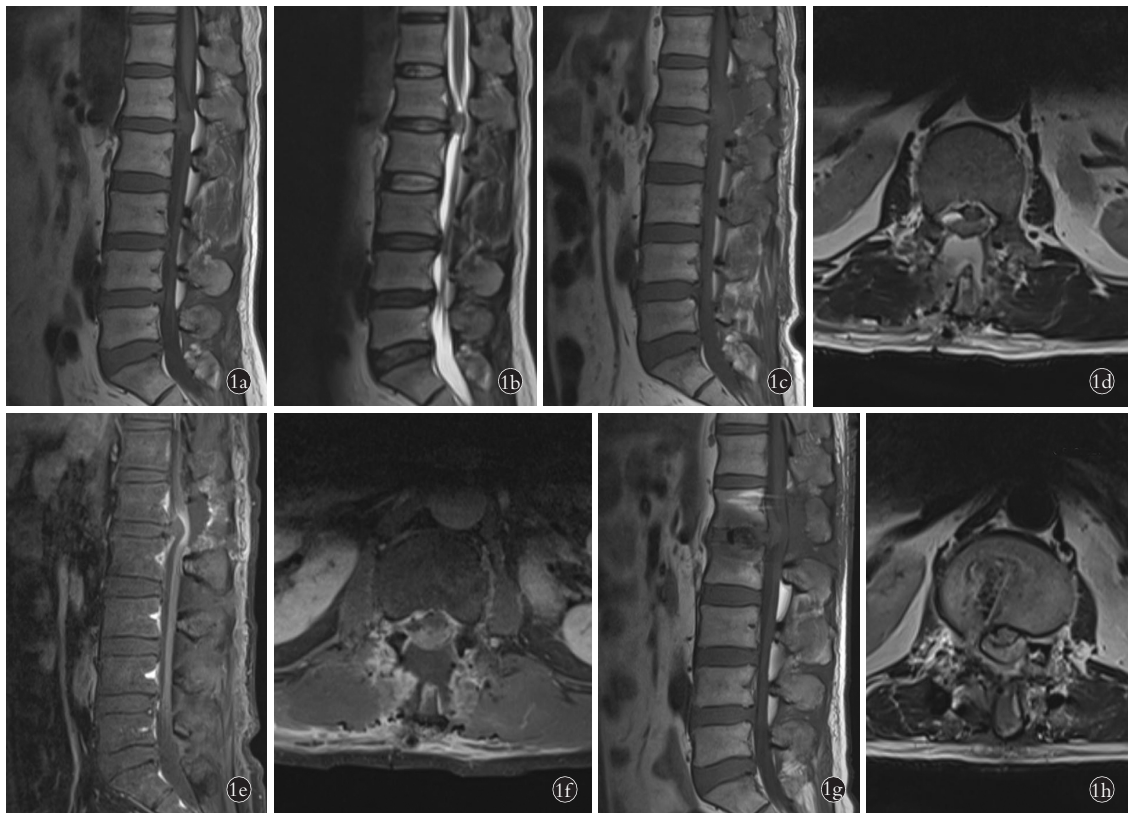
患者,男,52 岁,腰椎间盘突出致瘫痪,2021 年 4 月 1 日首次髓核摘除术,2021 年 5 月 12 日第 2 次髓核摘除术 1a,1b. 术前腰椎 MRI 矢状位示 L_{1,2} 椎间盘水平有类圆形占位,与脊髓有低信号分界。T₁W₁ 呈低信号,与髓核和脊髓信号相等;T₂W₁ 呈中低混杂信号,与前方的髓核信号相等 1c,1d. 术后 5 d 腰椎 MRI 矢状位和横断位示 T₁W₁ 呈低信号,与髓核和脊髓信号相等;T₂W₁ 呈低信号,其边缘是环状低信号,内部信号与脊髓相等 1e,1f. 术后 7 d 腰椎增强 MRI 示矢状位显示占位与脊髓之间有高信号分界,占位微强化,与髓核信号相等;横断位示微强化,与其后方均匀强化的脊髓分界明显 1g,1h. 第 2 次术后 7 d 腰椎 MRI 矢状位和横断位示占位 T₁W₁ 呈低信号,与脊髓之间有低信号分界。占位 T₂W₁ 呈低信号,边缘环状低信号,其后方的脊髓受压扁平
